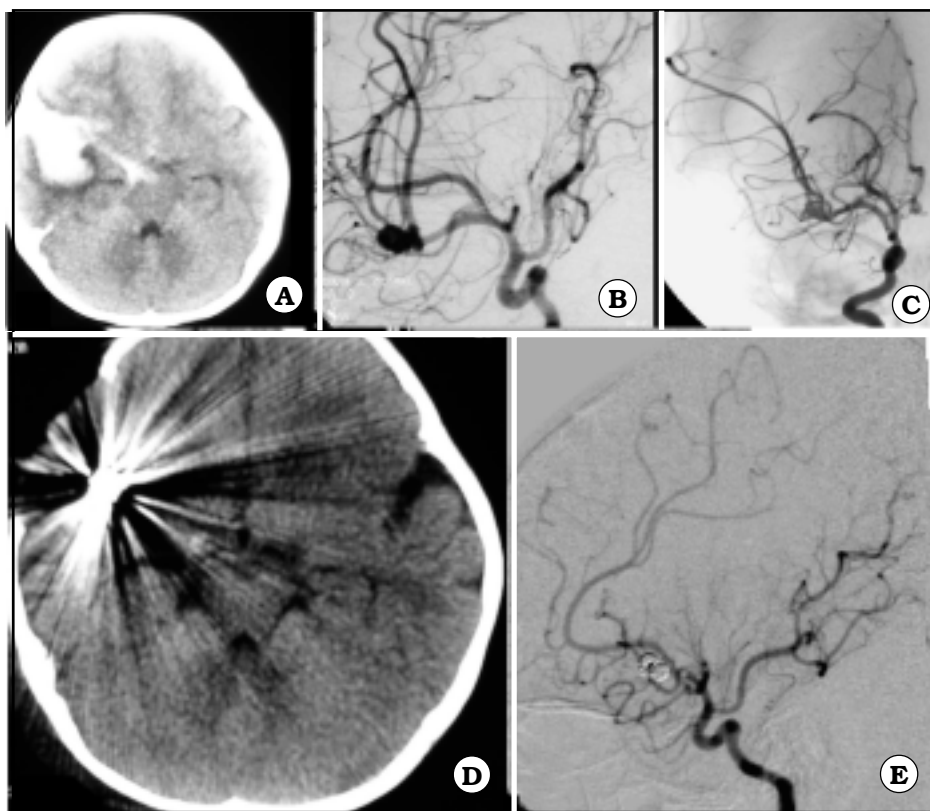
Aneurisma sacular. A. TAC al ingreso, Fisher IV. B. Angiografía digital donde se observa aneurisma de la bifurcación de arteria cerebral media derecha. C. Angiografía digital con oclusión completa del aneurisma. D. TAC control luego de la evacuación del hematoma. E. Angiografía control donde se observa oclusión de la arteria cerebral media derecha.
